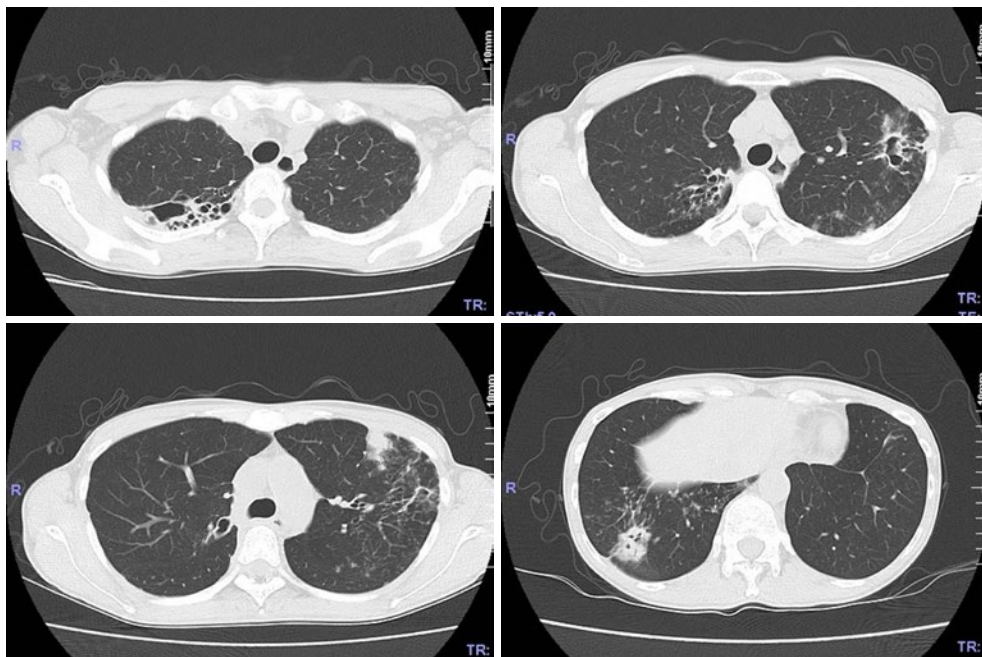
治療終了時の胸部単純CT。右上葉の空洞性病変はやや縮小, 左上葉の空洞性病変はやや縮小, 粒状影は軽快しているが, 右下葉の結節影は変化なし。
